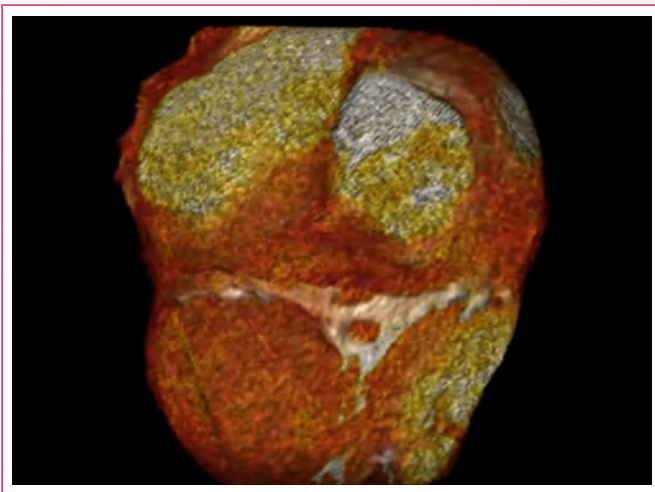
Angiotomografía cardíaca que muestra calcificaciones en pericardio anterior (flechas)
